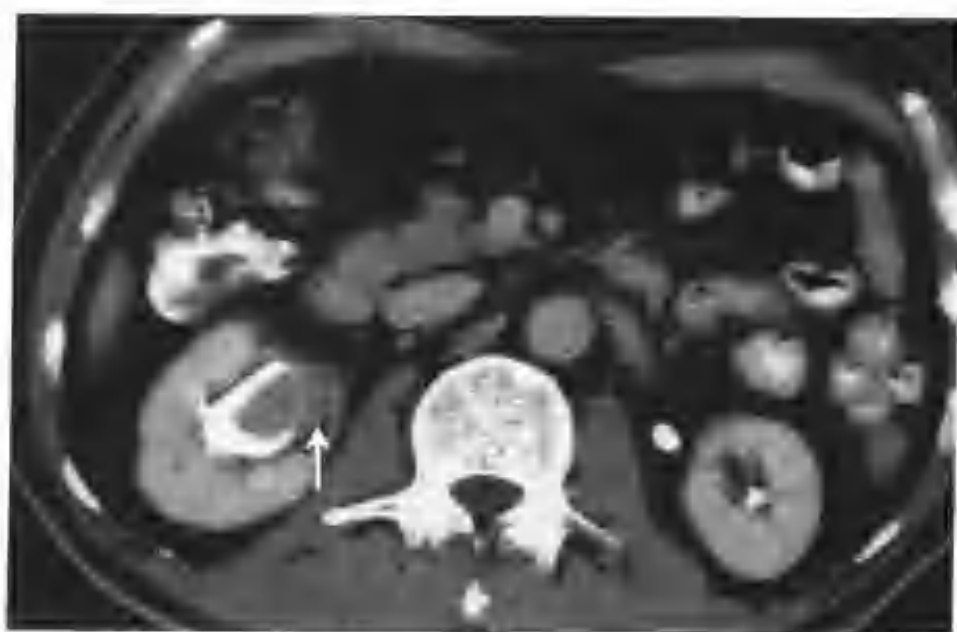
与图 2-2-10 为同一病例, 肾盂期肿瘤强化轻度下降 (箭头), CT 值 74HU, 肾盂扩大, 肾窦脂肪间隙受压变窄
